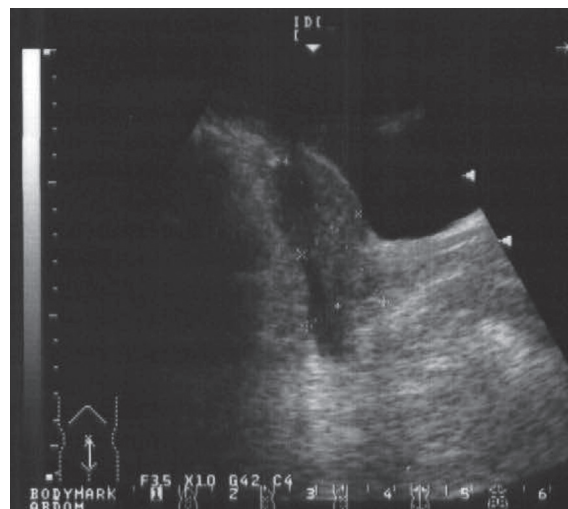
Findings of abdominal ultrasound during gynecological examination. Cytology revealed Class 1 (neutrophils 1+, lymphocytes 3+, histiocytes 1+). Bacteriological examination showed no evidence of general bacterial growth. Cytology and biochemistry tests showed Table.
